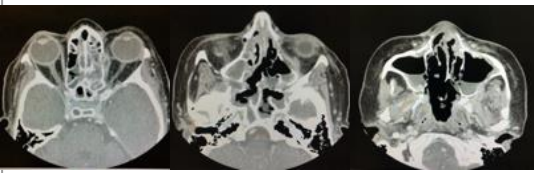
Tomografía de cráneo y senos faciales, ocupación de la totalidad de los senos faciales por material con intensidad de partes blandas y múltiples focos de necrosis del macizo facial.
